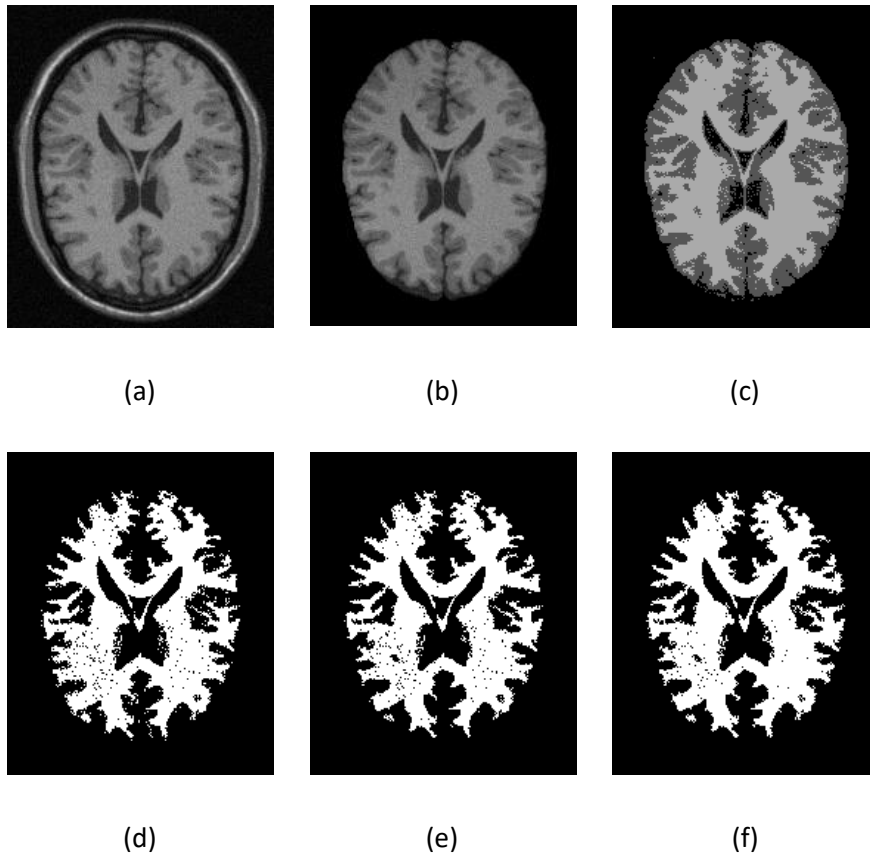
Résultats des étapes de segmentation (WM) : (a) IRM brute, (b) extraction du cerveau, (c) clustering, (d) extraction du tissu d'intérêt, (e) accroissement de région, et (f) combinaisons des volumes de probabilités, et seuillage.
